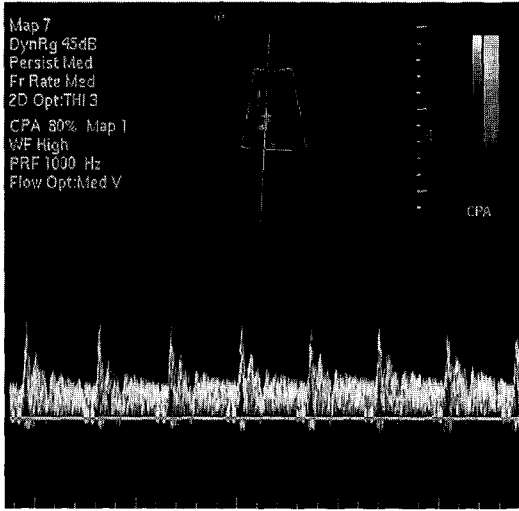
Doppler ultrasound recording from the vessel supplying the sequestration, showing an arterial pulsating wave form, with spiking systolic wave.
